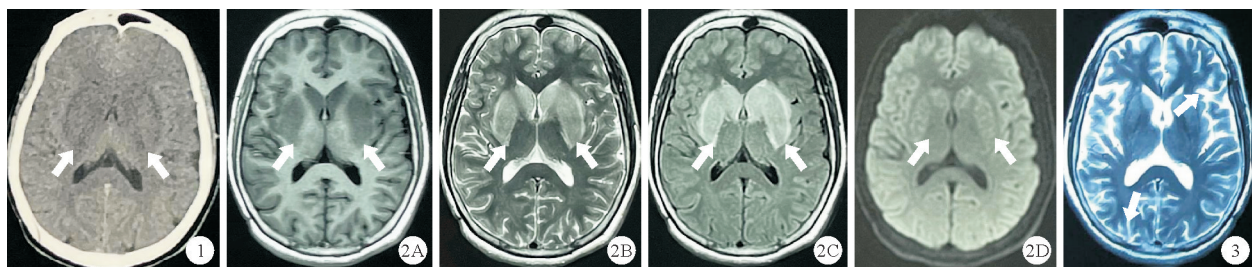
2021 年 3 月 30 日患者头部 CT 检查结果(双侧基底节对称稍低密度影,如箭头所示) 图 2 2021 年 3 月 31 日患者头部 MRI 检查结果(A:T1 序列;B:T2 序列;C:FLAIR 序列;D:DWI 序列,双侧基底节区对称性病灶,如箭头所示) 图 3 2021 年 5 月 2 日患者复查头部 MRI 检查结果(T2 序列,左额、右枕白质散在小斑片状长 T2 信号,如箭头所示)
